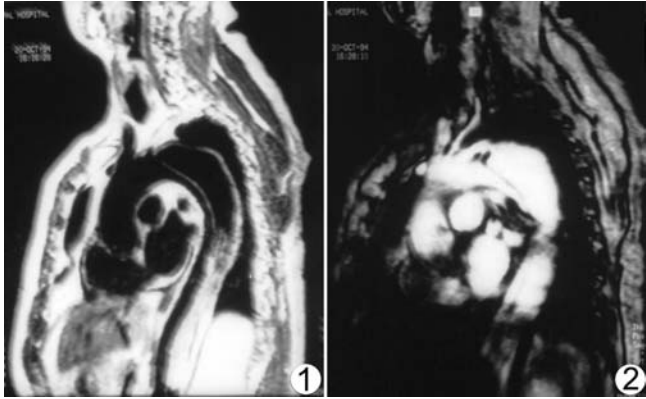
2 III 型 AD MRI,图 1、2 分别为自旋回波 T1 加权 and 梯度回波快速成像左前斜位,弓降部的两个内膜破口及头臂动脉,图 2 显示更为清楚,内膜片、双腔等图 1、2 均显示清楚。图 1 降主动脉下段假腔呈中高信号,为缓慢血流所致
